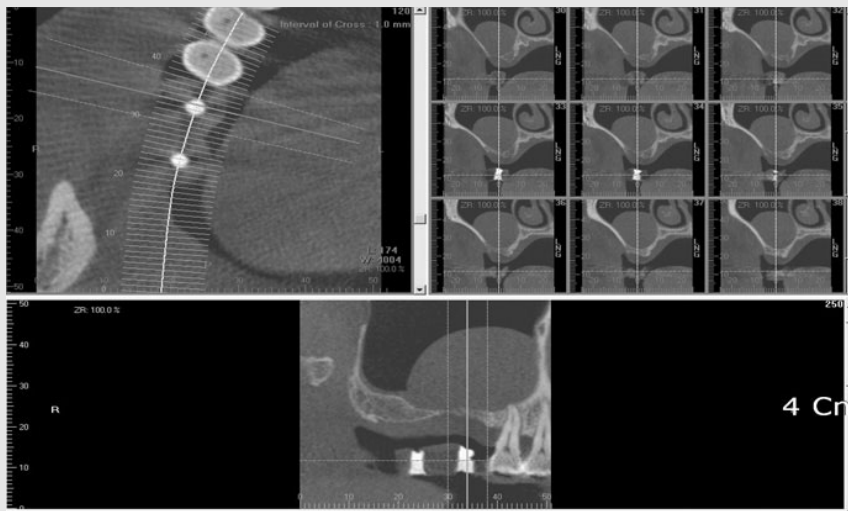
Cone beam CT findings show a dome-shaped radiopacity diagnosed as an antral pseudocyst.
